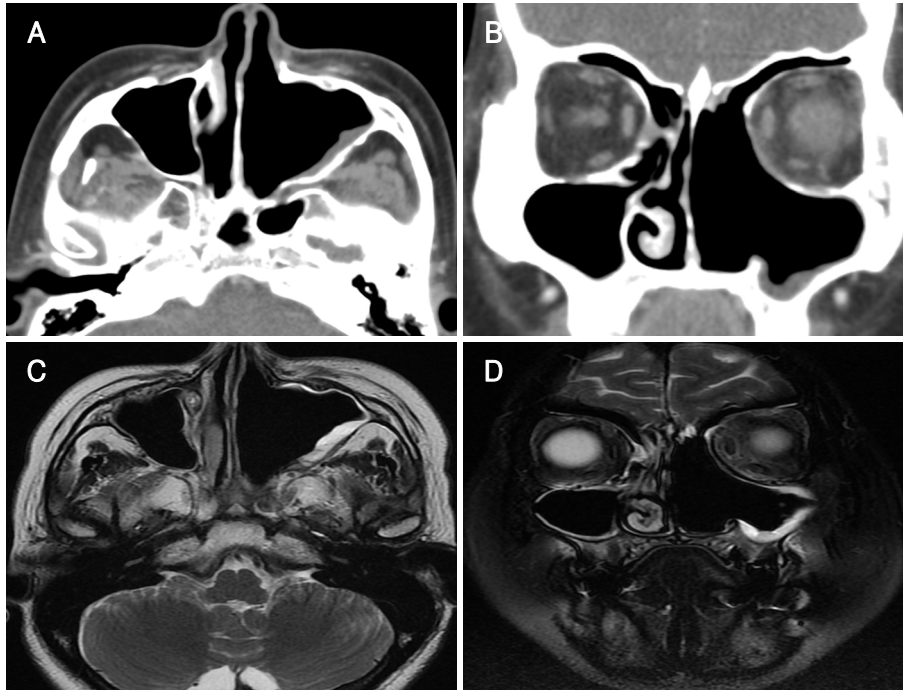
Paranasal sinus computed tomography (A and B) and T2-weighted magnetic resonance images (C and D) performed at 6 months after operation demonstrate no evidence of recurrent tumor.
